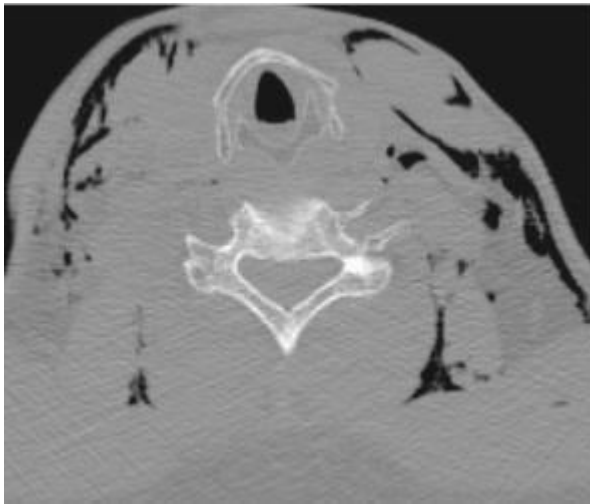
Signos vitales en un caso de suicidio por ahorcamiento. La TC del cuello muestra un enfisema masivo de tejido blando debajo de la marca de estrangulación. El aire asciende de un neumomediastino que fue causado por una ruptura de los alvéolos durante los intentos de respiración contra las vías respiratorias ocluidas, sirviendo, así como un signo vital. La demostración en la autopsia es casi imposible porque la primera incisión permite que el aire escape; Por lo tanto, el aire debe ser palpado en la autopsia⁸.
